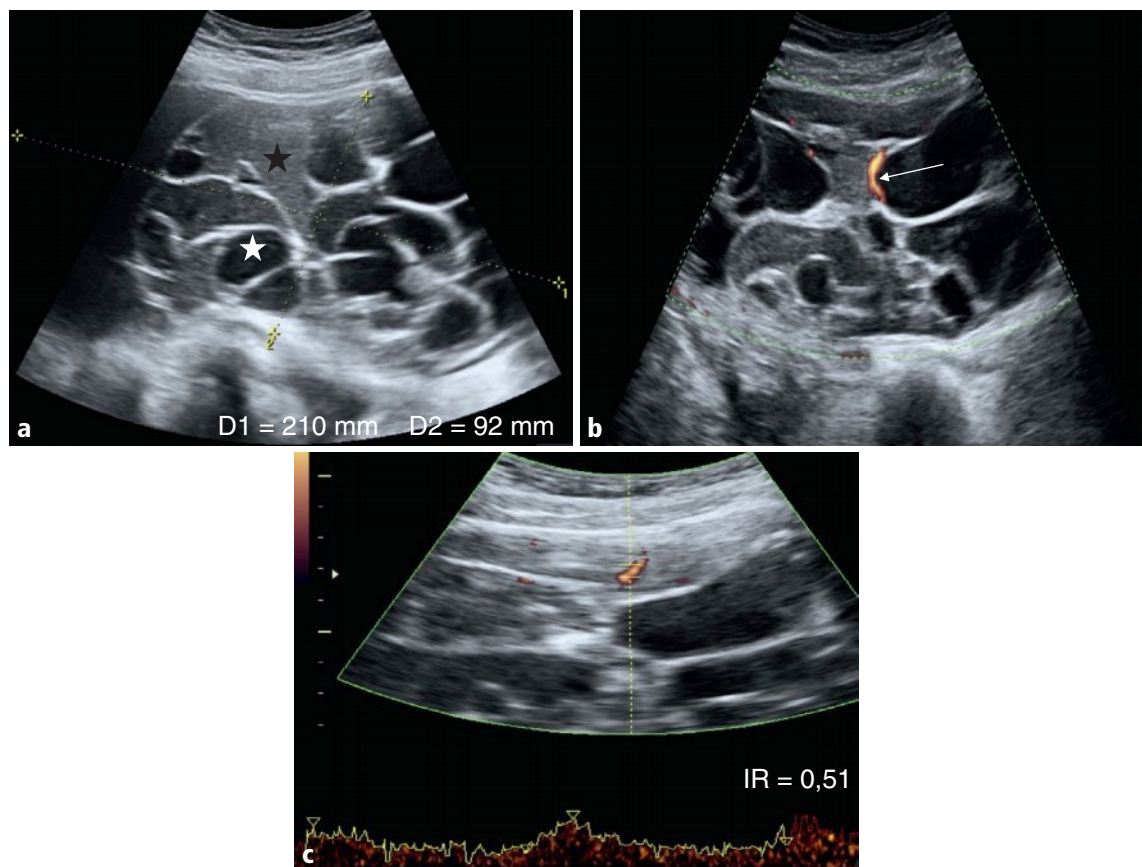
a–c Kyste ovarien gauche multiloculaire de 210 mm avec locules d'échogénicité variable (étoiles en a), et cloisons vascularisées (flèche en b) dont l'index résistif est évalué à 0,51 en mode Doppler pulsé (c).
